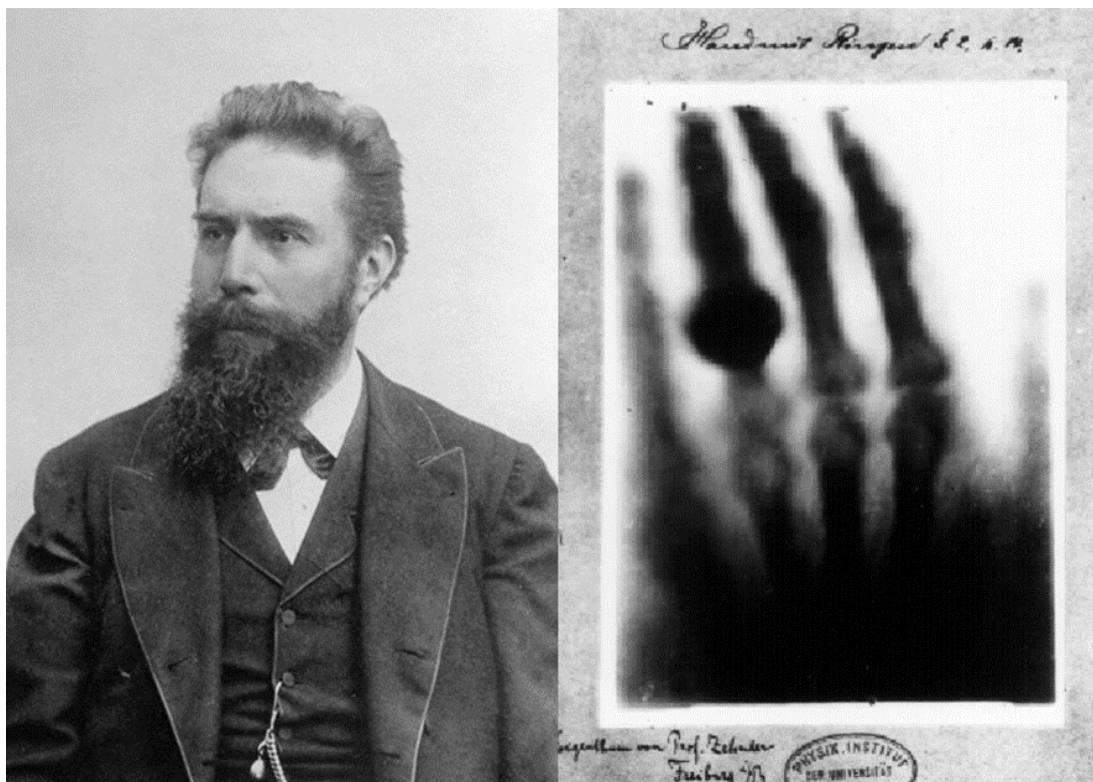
A-Wilhelm Conrad Röntgen, B – Anna Bert Ludwig's (mão da esposa de Röntgen)
